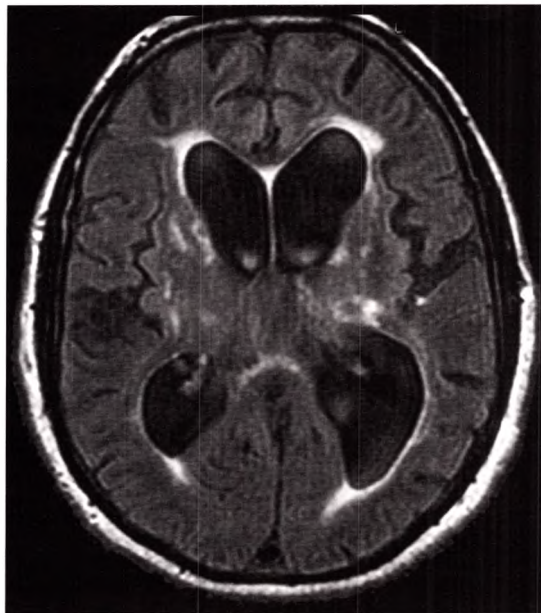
IRM en séquence FLAIR montrant une augmentation de la taille des ventricules modérée, avec des signes de résorption transépendymaire autour des ventricules (hyperintensités périventriculaires).
